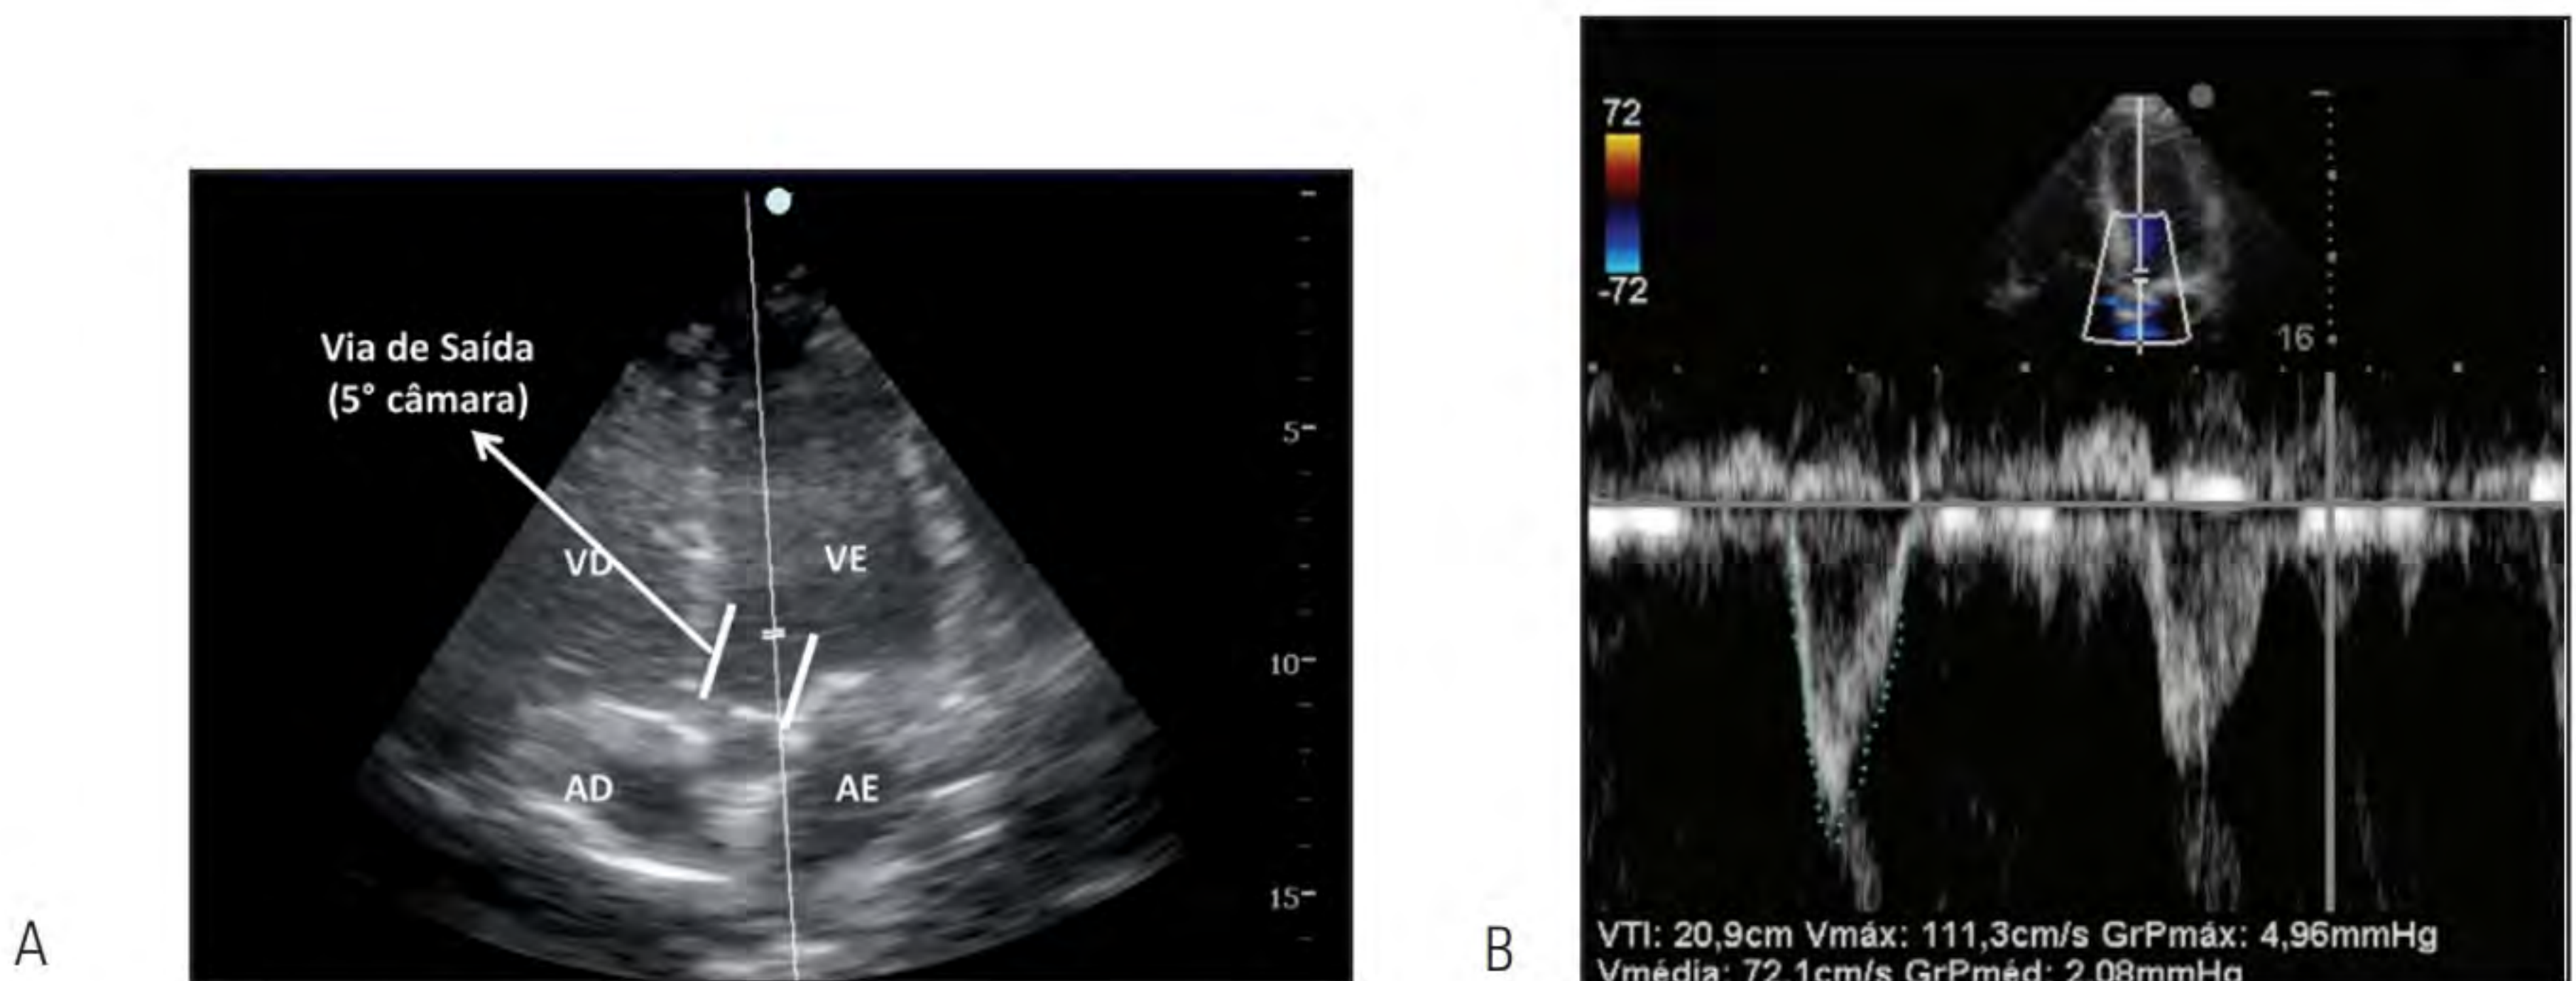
A: janelas apicais 5 câmaras com cursor do modo Doppler na via de saída. B: modo Doppler para cálculo do VTiAO após posicionamento adequado na janela apical 5 câmaras.
